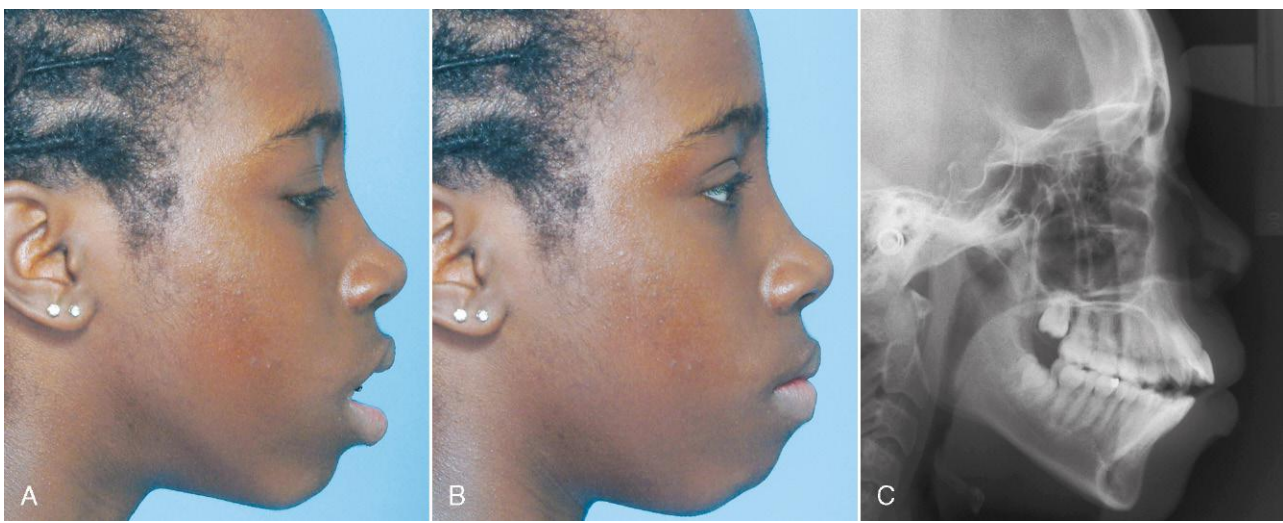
La protrusión dentoalveolar bimaxilar se refleja en la fisonomía facial de tres formas. A. Separación excesiva de los labios en reposo (incompetencia labial). La norma general (que se aplica para todos los grupos raciales) es que la separación labial en reposo no debe superar los 4 mm. B. Esfuerzo excesivo para cerrar los labios (tensión labial), y prominencia de los labios vistos de perfil (como en A y B). Recuérdese la necesidad de que existan las tres características para poder establecer el diagnóstico de protrusión dental; no basta con observar protrusión labial como la vista en la radiografía cefalométrica. (C. Cefalometría de la misma chica.) Diferentes grupos raciales, e individuos dentro de estos grupos, tienen grados diferentes de prominencia labial independientemente de la posición de los dientes. Como resultado puede diagnosticarse clínicamente, y no mediante radiografías cefalométricas, una protrusión dental excesiva.
